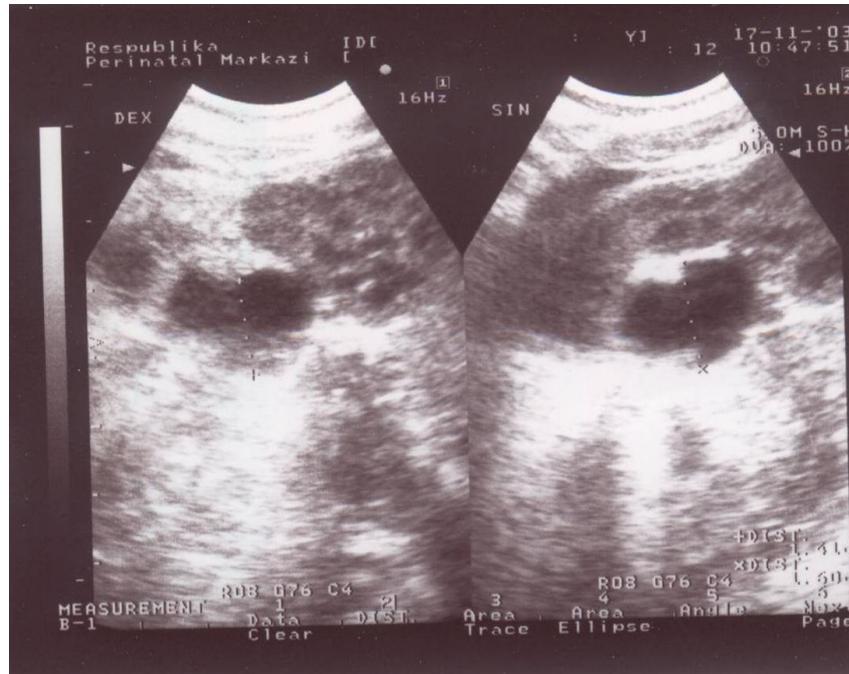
УЗИ с диуретической нагрузкой на 20 минуте после введения лазикса. Обструктивный тип.
